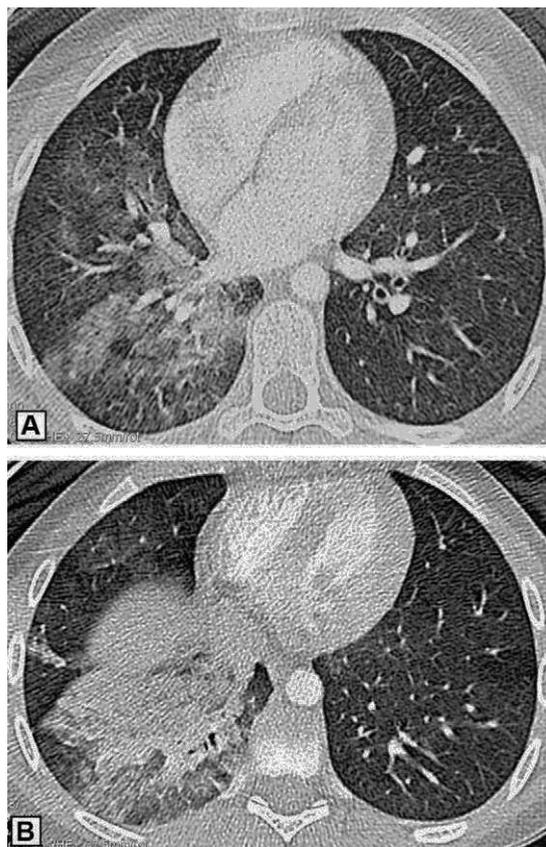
Tomografía computarizada torácica. Condensación LID.
